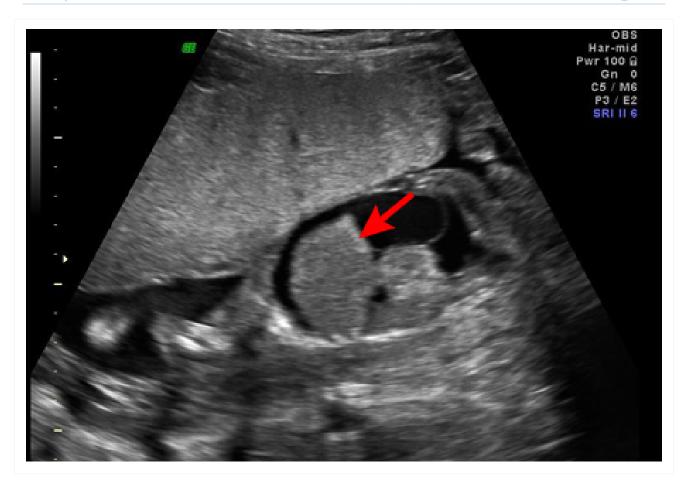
Hidropisia fetal, com ascite e hepatomegalia (seta), diagnosticada na ultrassonografia do pré-natal The Ottawa Hospital; usado com o consentimento do paciente
